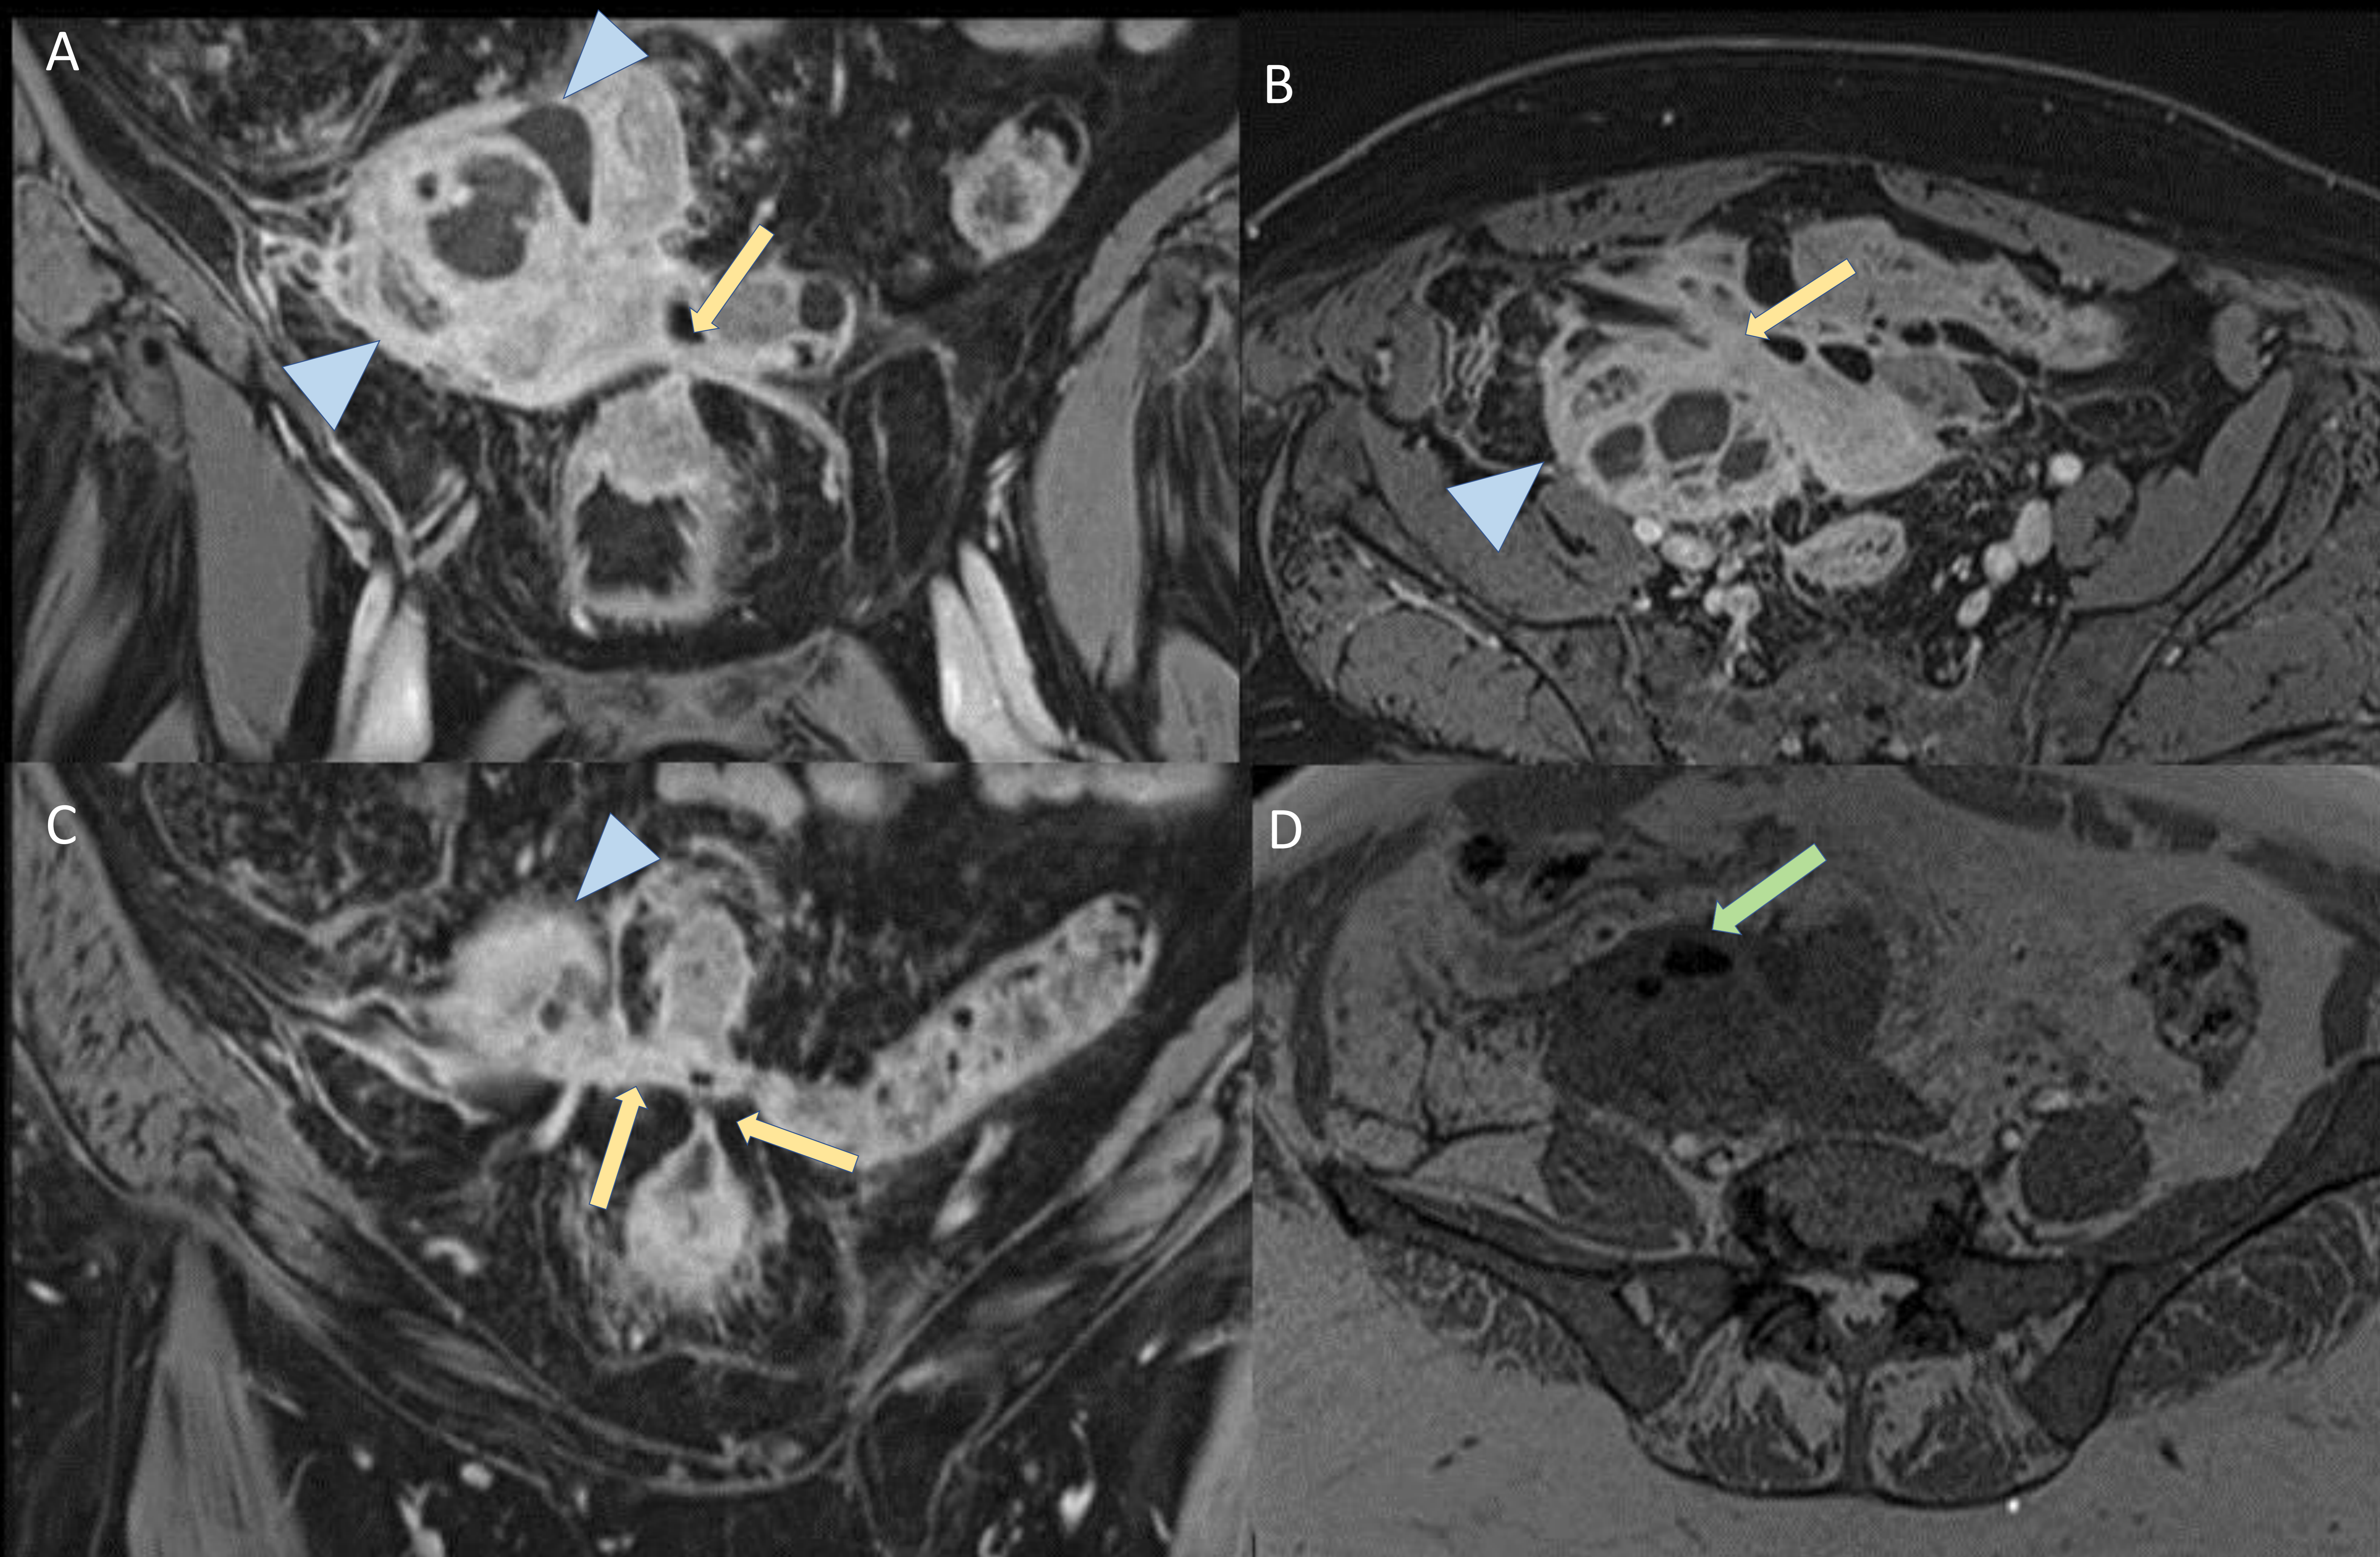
RM de la paciente de la imagen anterior. Secuencias axial y coronal, sin y tras CIV. Tumoración sólido-quística en localización anexial derecha, con intenso realce de la porción sólida tras CIV ▲ A, B y C. En secuencias T1 (D) existen imágenes intralesionales marcadamente hipointensas, sugestivas de burbujas de gas → posiblemente debido a fistulización o bien secundarias a biopsia previa. B. Múltiples trayectos lineales fistulosos que realzan tras CIV y que se extienden hacia el colon, sigma y vejiga → .
